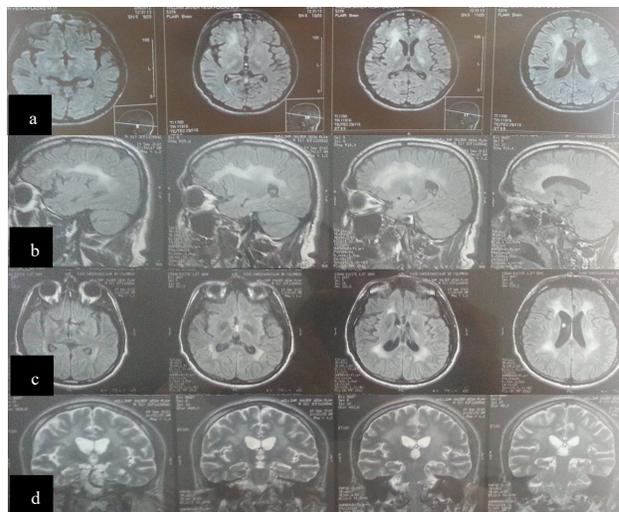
Resonancia magnética cerebral en secuencias.
